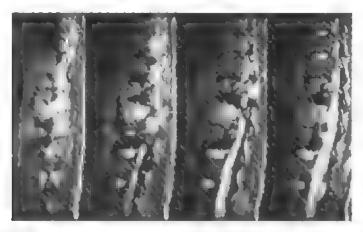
МРТ после корпо жтомия 1., боковой стаби изации системой Z Р1 411 и илястики брюнной аорты аллопротезом
